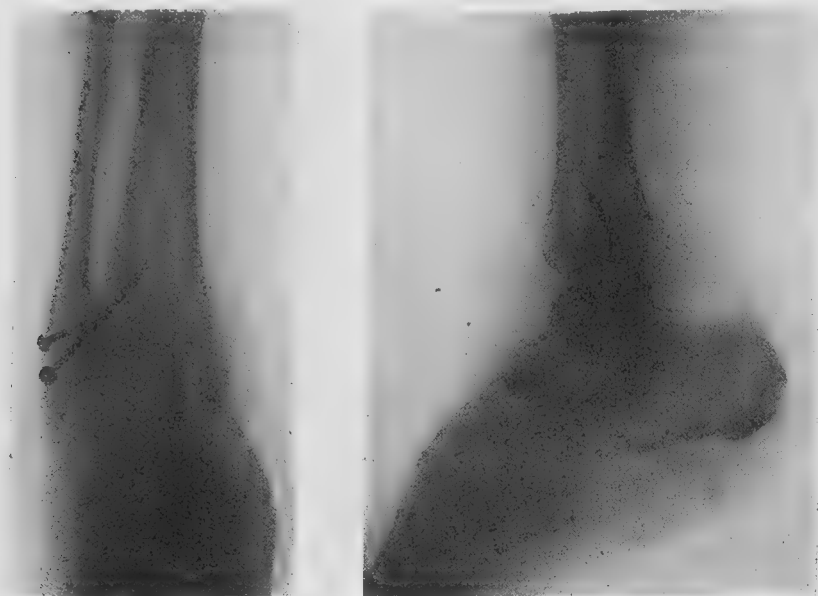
Radiographie trente jours après l'intervention. La fracture a été opérée sept jours après l'accident, une vis a été implantée de la malléole vers le tibia et une autre plus petite, de la malléole vers la tige péronière.
